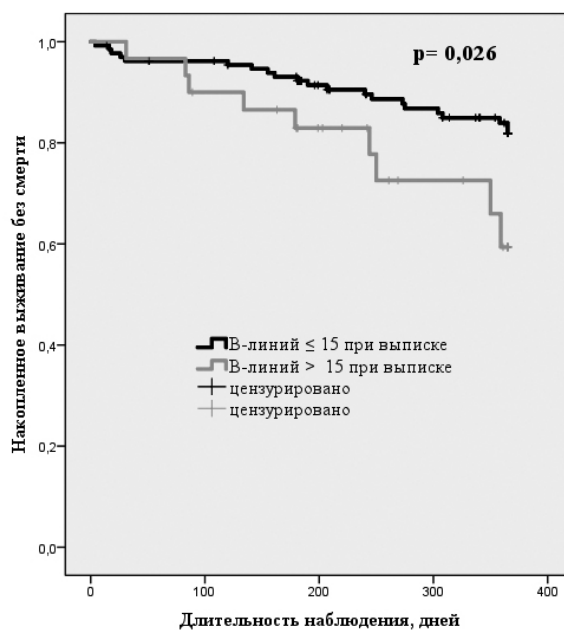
Кривые Каплана-Мейера кумулятивной вероятности выживания (без смерти от всех причин) в зависимости от наличия и выраженности легочного застоя по данным УЗИ при выписке
